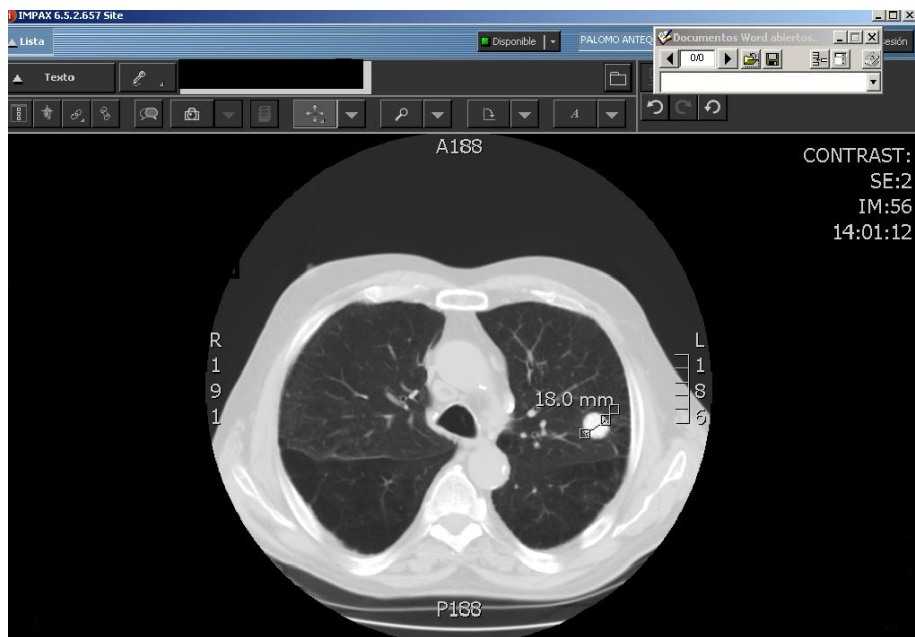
Corte axial de la TC de tórax, con medición manual de un nódulo pulmonar mediante el programa informático de radiología IMPAX.
